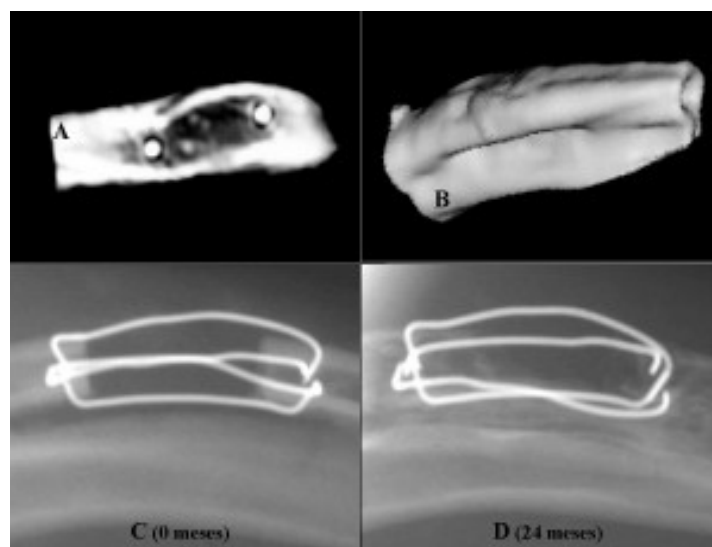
Imágenes de TC con regeneración ósea completa en el grupo experimental (A) y reconstrucción tridimensional del radio y la membrana interósea calcificada (B). Radiografías en el grupo control en el postoperatorio inmediato (C) y a los 24 meses (D) con ausencia de regeneración ósea.
